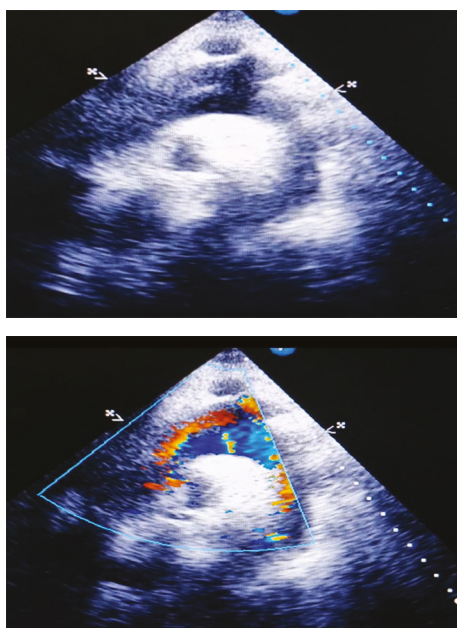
Ecocardiografía vista supraesternal que evidencia falso lumen.
